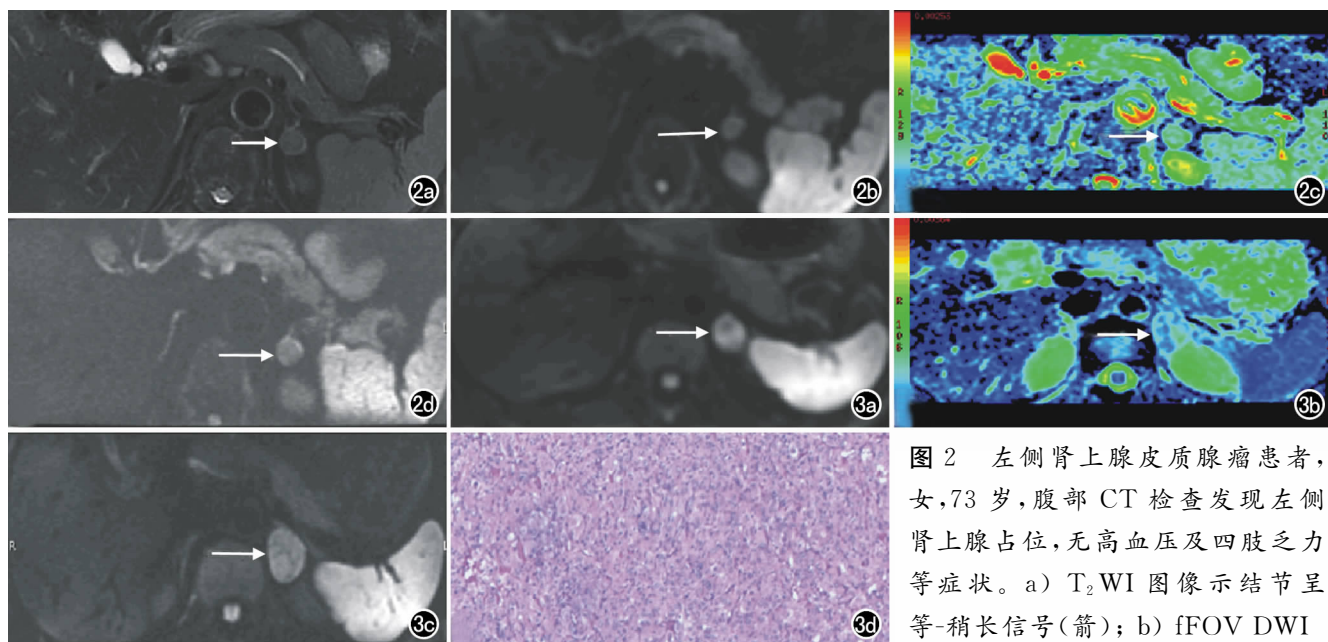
左侧肾上腺皮质腺瘤患者, 女, 73 岁, 腹部 CT 检查发现左侧肾上腺占位, 无高血压及四肢乏力等症状。a) T_2WI 图像示结节呈等-稍长信号(箭); b) fFOV DWI
